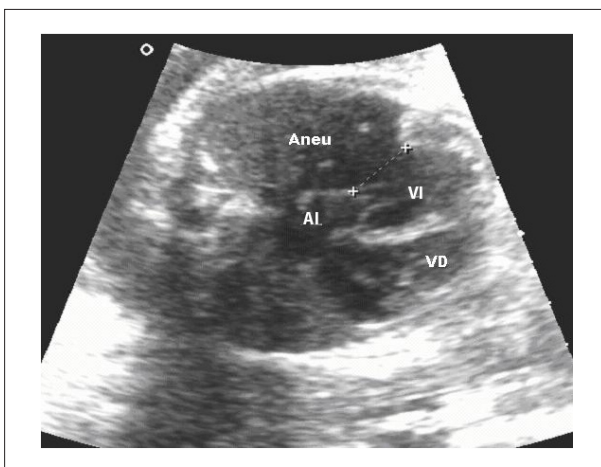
Ecocardiograma fetal en corte de cuatro cámaras. Los asteriscos señalan el cuello del aneurisma del ventrículo izquierdo; Aneu: – aneurisma; AI: – atrio izquierdo; VD: – ventrículo derecho; VI: – ventrículo izquierdo.
